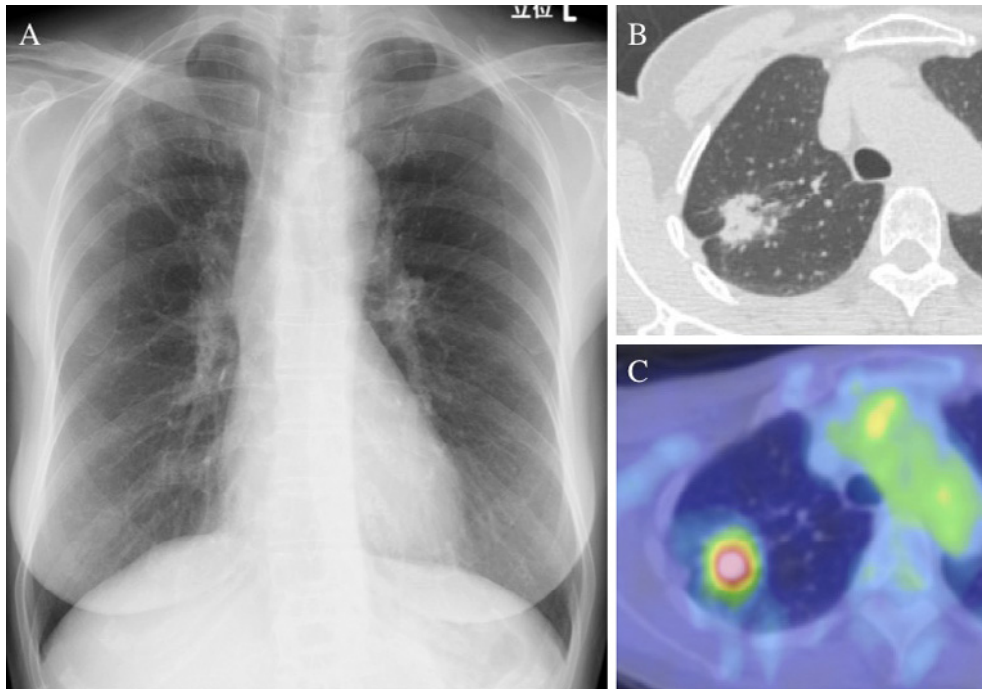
A: A chest X-ray showed consolidation in the right upper field. B: A chest CT scan showed a 20 mm mass in the right upper lung with pleural indentation. C: FDG-PET showed a mass with an SUV max of 5.3 in the right upper lung.
